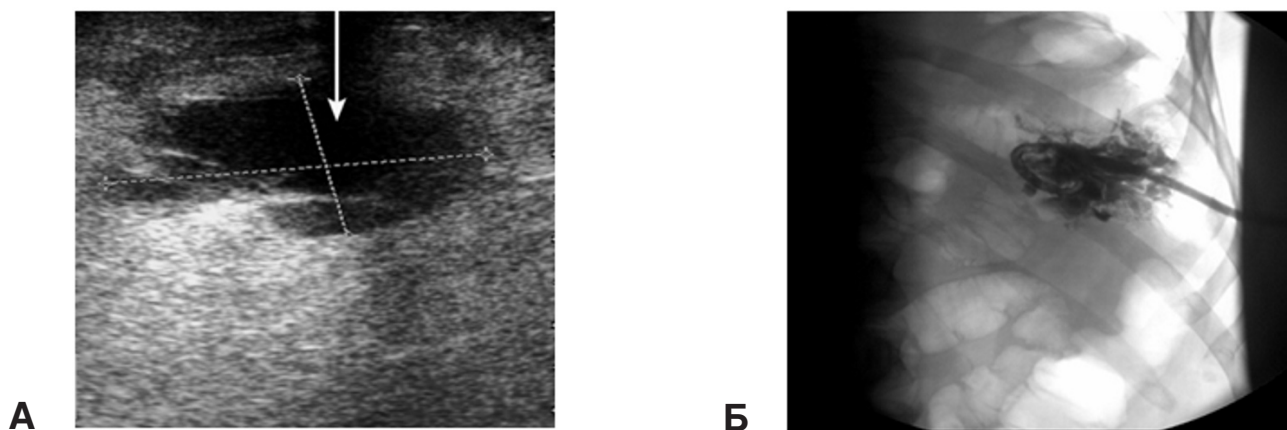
Поддиафрагмальный абсцесс. Дренаживание. А — УЗТ. Визуализируется неоднородное жидкостное образование (стрелка) размерами 9,0×5,0 см, исследование в момент дренирования, стрелка поставлена в направлении введения дренажной трубки; Б — рентгенологический контроль положения дренажной трубки через сутки.
